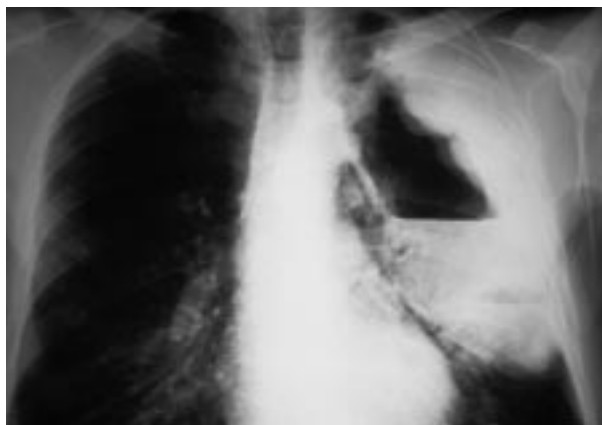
Tuberculosis pulmonar y cáncer. La radiografía de tórax frontal en un paciente con cultivo de esputo positivo para *M. tuberculosis* revela una lesión cavitada de gran tamaño, con nivel hidroaéreo y contorno interno nodular. El empeoramiento radiológico, pese a la terapia aplicada con antituberculostáticos, alertó sobre la presencia de un carcinoma asociado.
